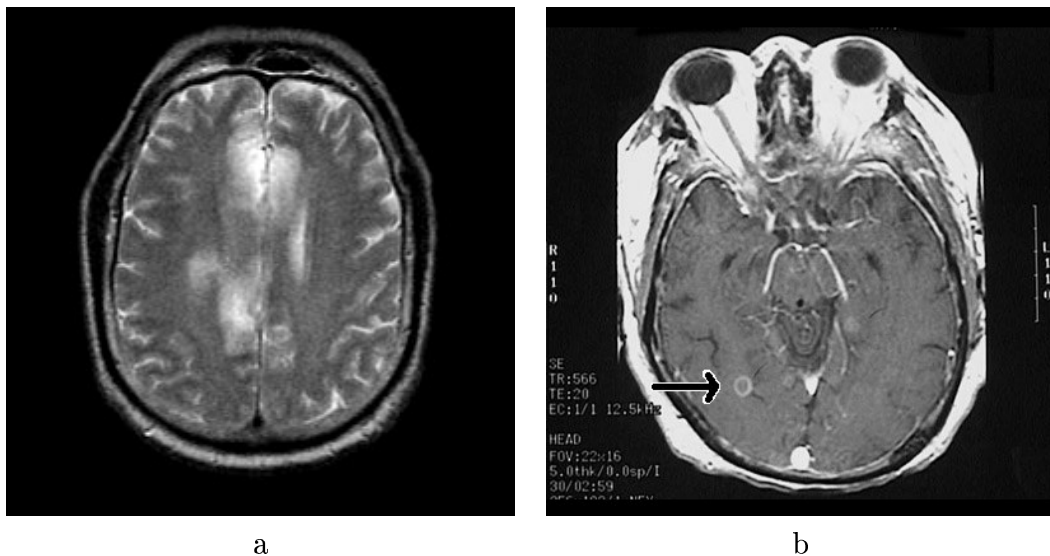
Infections du cerveau : (a) L'herpès peut provoquer des encéphalites qui sont clairement visibles en IRM. Ces inflammations affectent une région entière du cerveau. (b) Les abcès sont, quant à eux, des infections très localisées entourées d'un contour brillant en IRM-T1*
